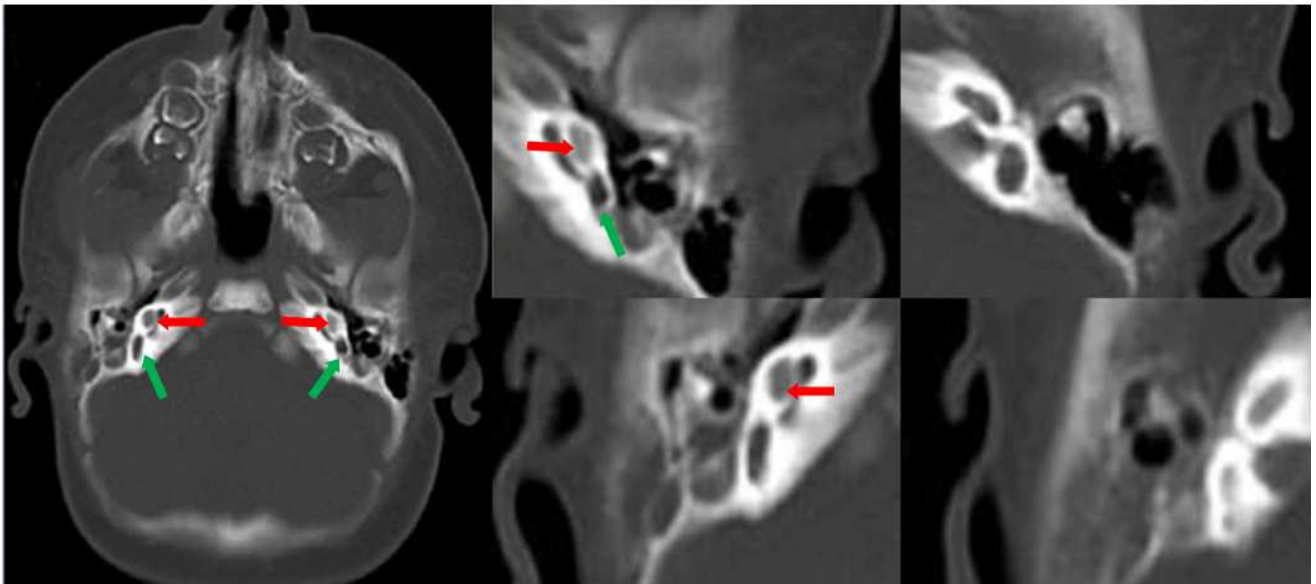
TC cerebral e de ouvidos, mostrando alargamento bilateral do aqueduto do vestíbulo (setas verdes); ausência dos canais semicirculares; hipoplasia bilateral da cóclea (setas vermelhas).
